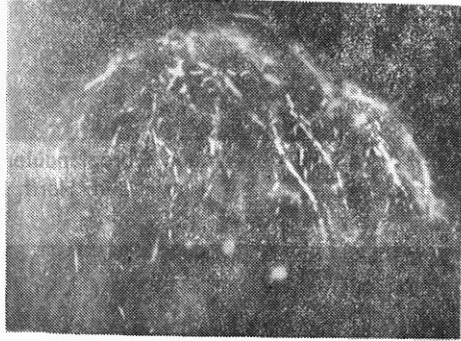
Mamografide Mikrokalsifikasyonlar
